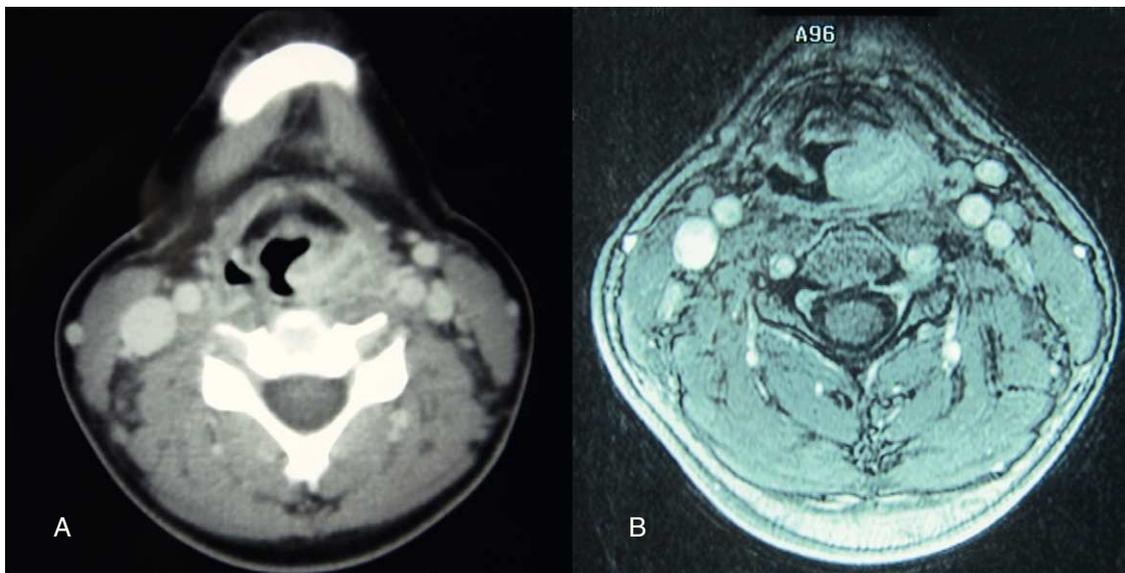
A) TC: masa hipercaptante en repliegue aritenopiglótico izquierdo. B) RMN: engrosamiento del repliegue aritenopiglótico izquierdo con captación difusa de contraste.
